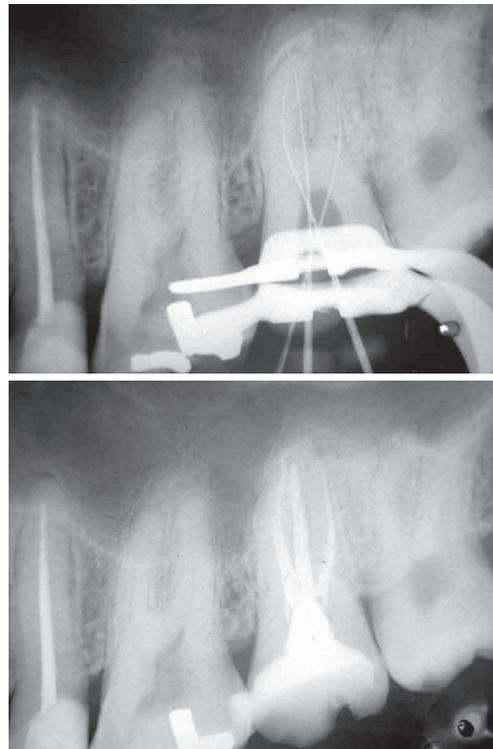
Caso 1 Odontometria e radiografia final.
